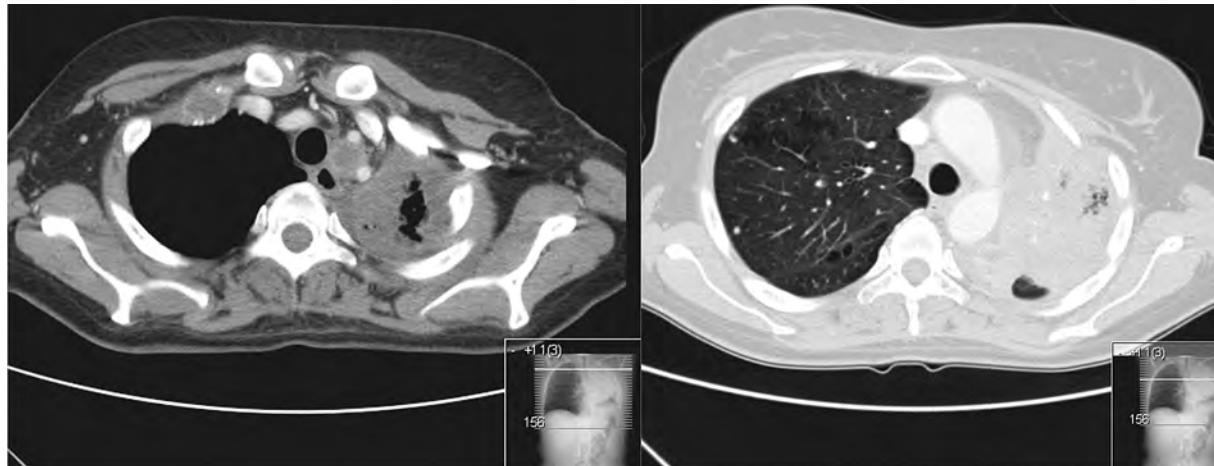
TC torácica – progressão após 3.^a linha de QT
